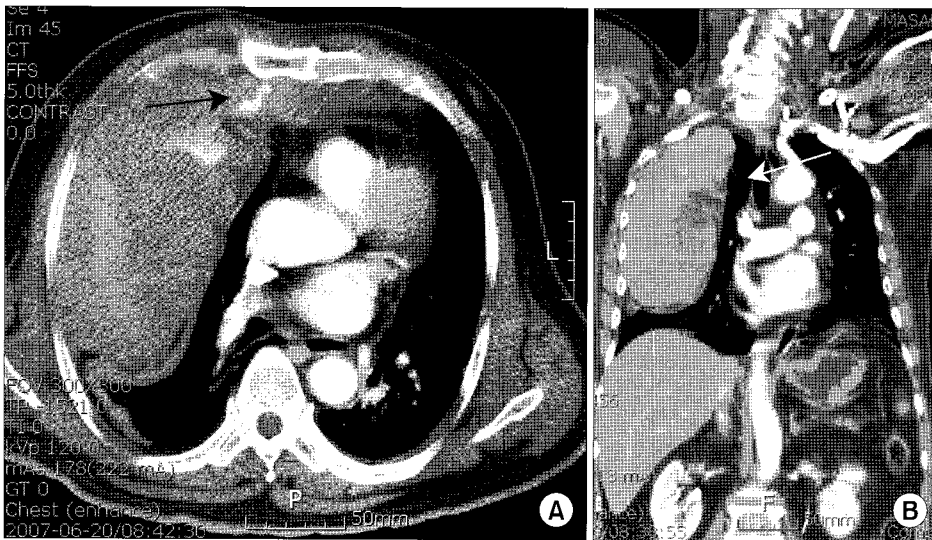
Pre-operation Chest computed tomogram (A) shows abnormal enhance suspiciously bleeding focus (black arrow), (B) shows well-defined oval extrapleural hematoma (white arrow).
